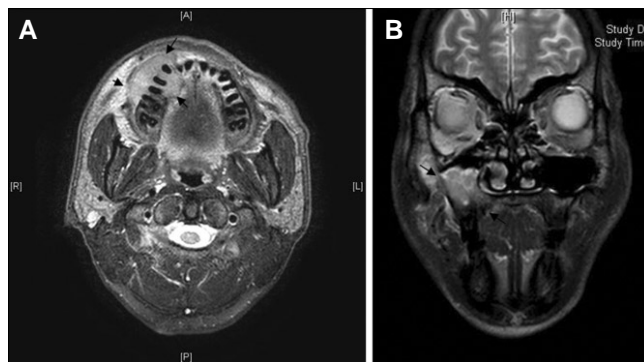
Axial and coronal MRI showing tissue mass on right buccal cheek and maxillary sinus. A: Axial view, B: Coronal view. (MRI: magnetic resonance imaging)
